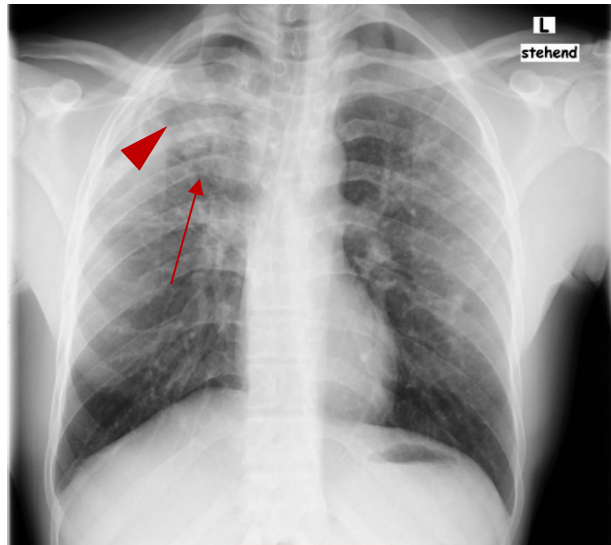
Röntgen Thorax in p.a. Strahlengang vom 02.03.2018; 29-jähriger Indexpatient, nach ca. 2,5 Monaten Therapie – Regredienz der Infiltrate (Pfeil) und der Kaverne im rechten Oberfeld (Pfeilspitze).
